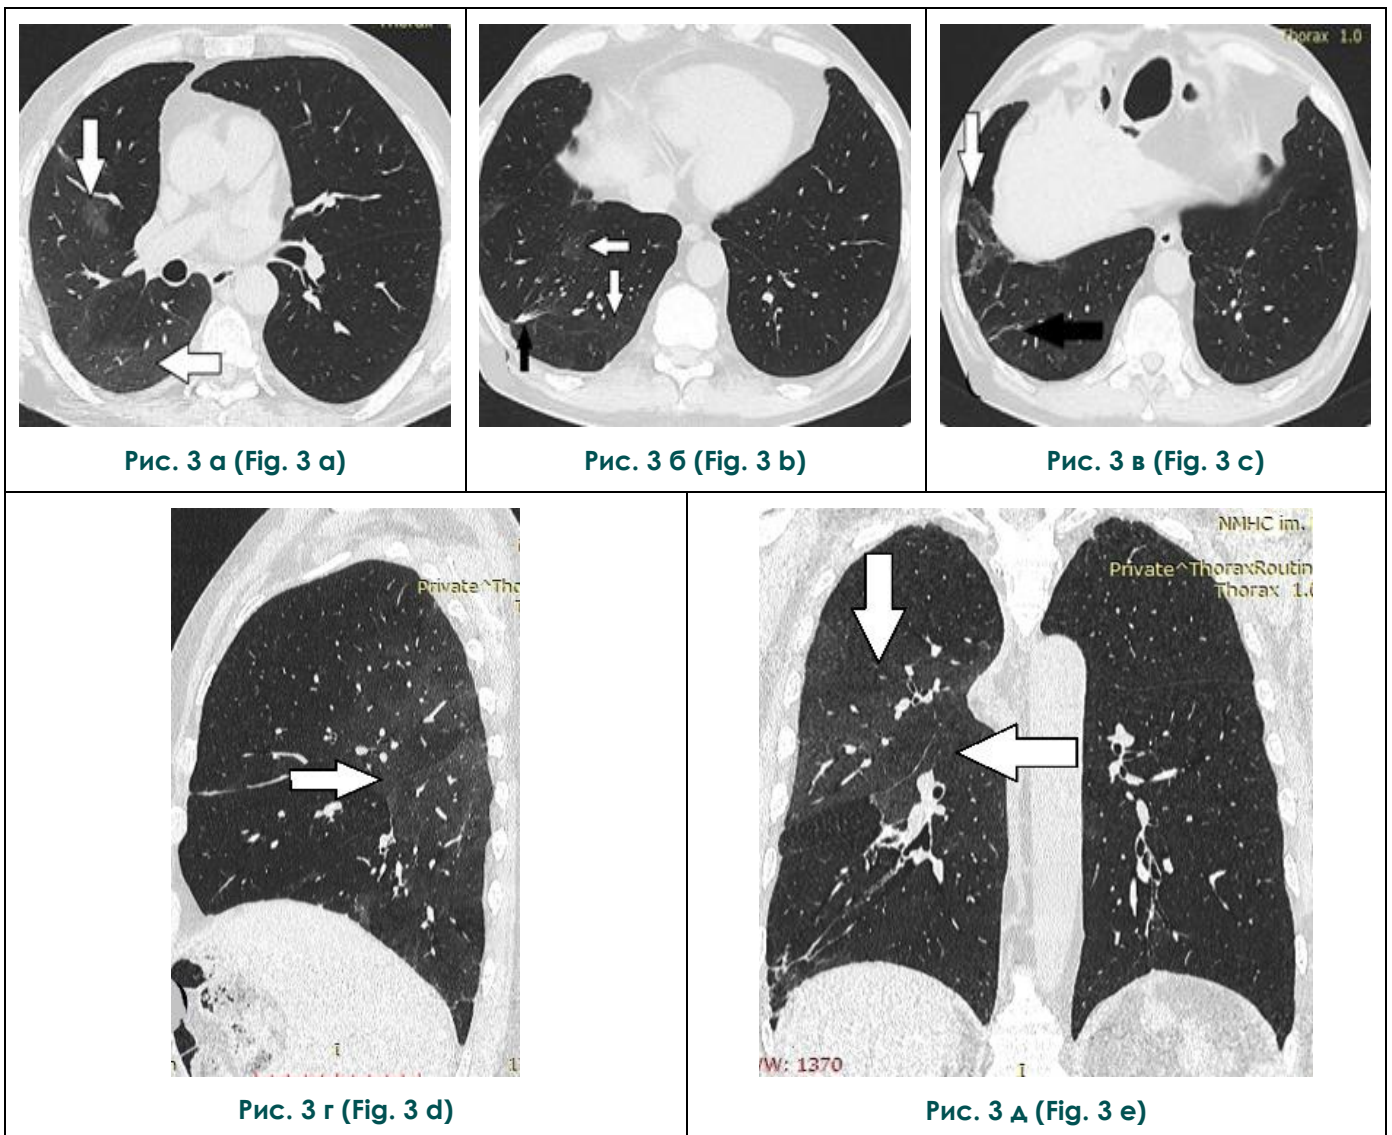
КТ органов грудной клетки, а - в – аксиальная проекция, г – сагиттальная проекция, д – коронарная проекция.
